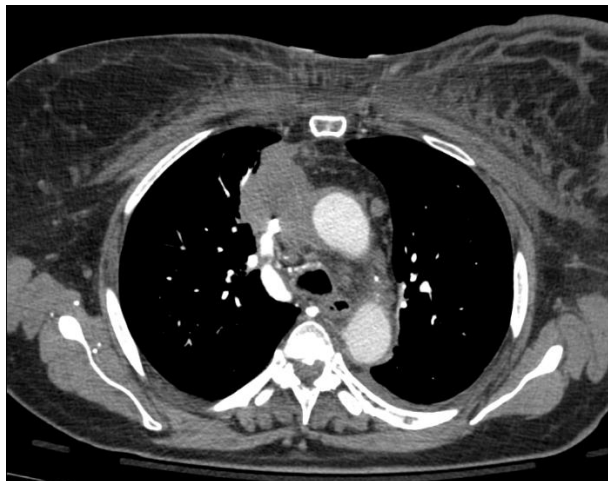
TC arterias pulmonares: Masa mediastínica superior que engloba la VCS y vena subclavia izquierda ocasionando una estenosis significativa de las mismas. Posible síndrome de vena cava superior.
